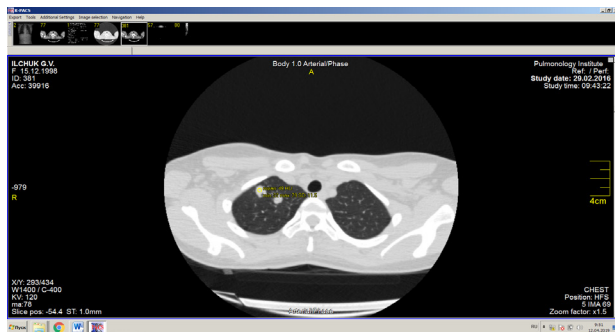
Аксиальный срез КТ больного М. с денситометрическими показателями туберкулемы
